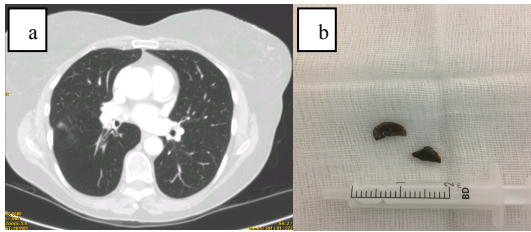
Imagen de TAC. Se observa lesión milimétrica de aspecto cálcico en bronquio intermediario. Figura 1b. CE encontrado en el caso 1
